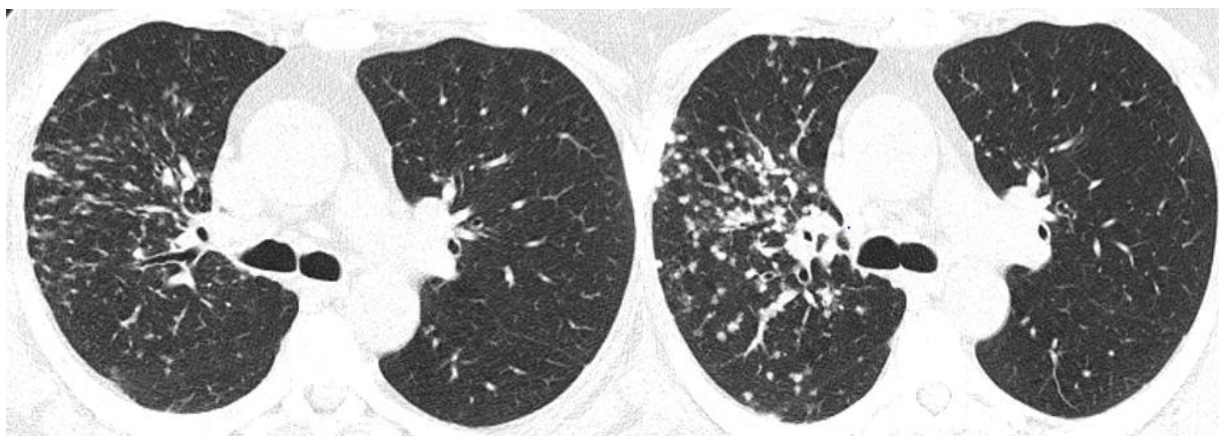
КТ ОГП хворої Т., саркоїдоз органів дихання II стадії. Ліворуч – до лікування (щільність паренхіми -828 НU), праворуч – після 3-х місячної ГКС-терапії (щільність паренхіми -783 НU). Динаміка негативна – наростання дрібновузликової дисемінації.
